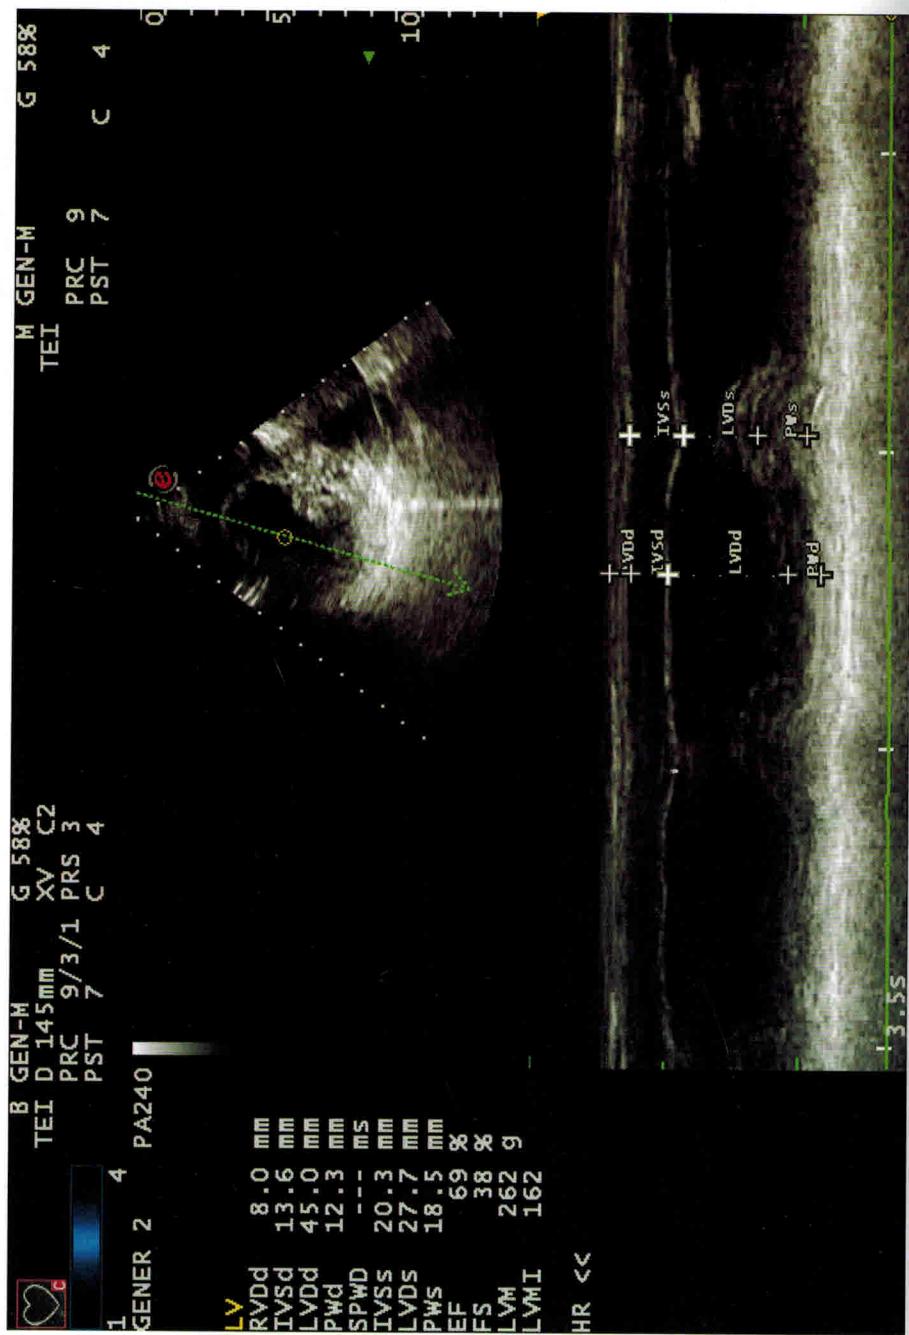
Данные эхокардиографии пациентки Ф (октябрь 2014 г.), указывающие на достоверное уменьшение показателей, характеризующих ГЖ (ИММПЖ 162 г/м<sup>2</sup>, ОТС 0,57 ед.), и улучшение диастолической функции ГЖ (Ve/Va 1,1 ед).
